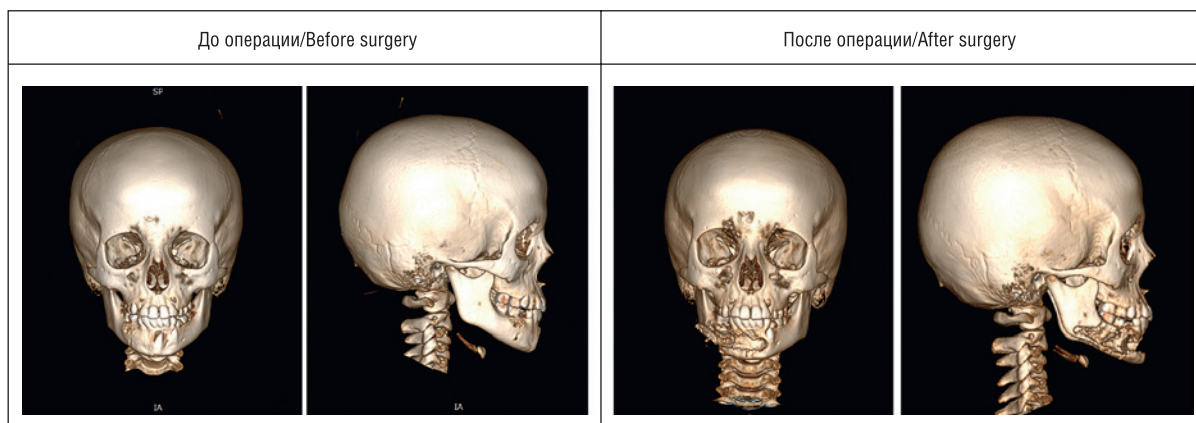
Трехмерная реконструкция КТ до и после оперативного лечения у девочки Н., 8 лет
